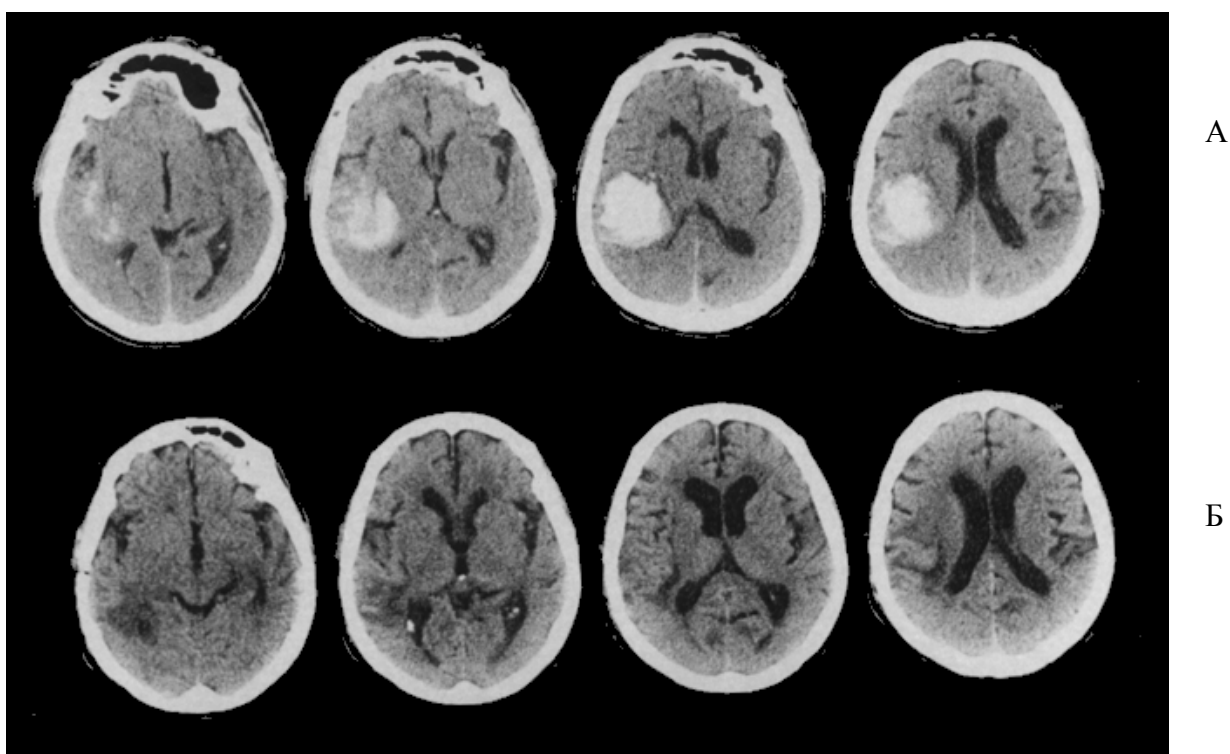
КТ головного мозга. Лобарная гематома объемом 40 см^3 до (А) и после её открытого удаления (Б)
